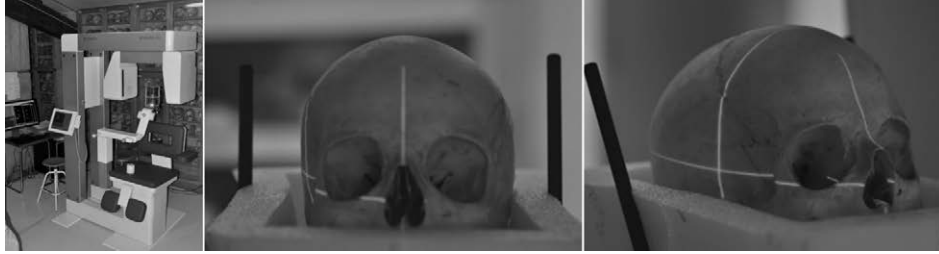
Apparecchio CBCT Scanora Soredex, installato temporaneamente nella cranioteca del Museo di Antropologia dell'Università di Firenze appositamente per lo studio dei crani della collezione.
